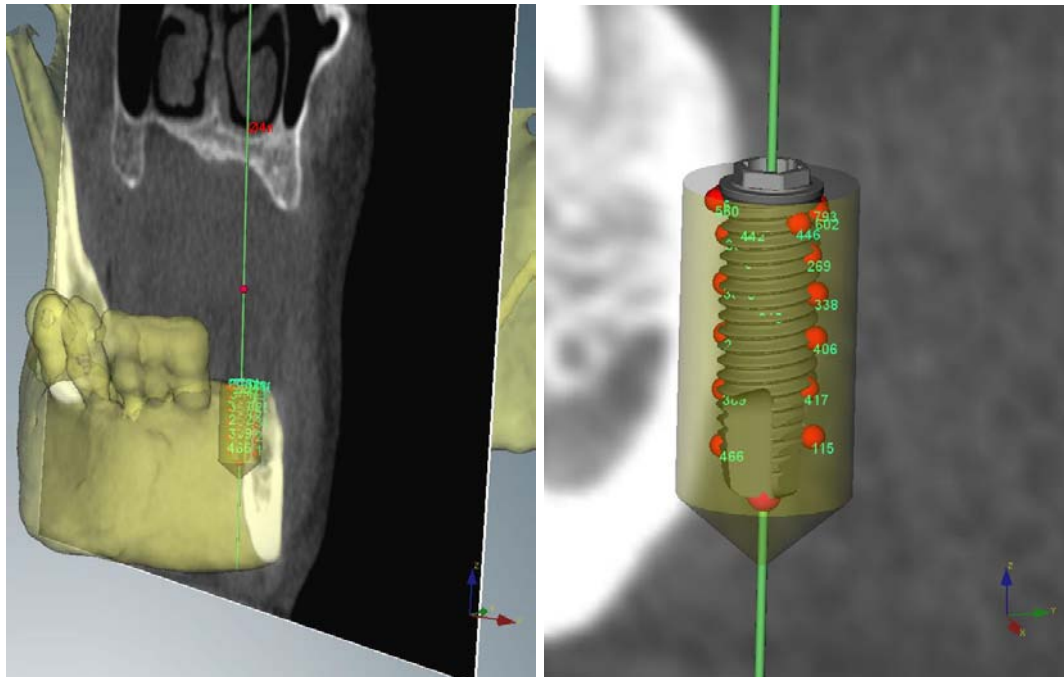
Planificación de la posición de un implante dental en la posición 33 mediante el programa NobelGuide™ a partir de las imágenes de TC de haz cónico en un paciente desdentado mandibular parcial. A. Vista general en 3D. B. Vista del implante en 3D. Medición de la DOR paraxial cortical y medular en las superficies de contacto hueso-implante mesial y distal, mediante el uso de la herramienta de medición de la densidad ósea radiológica en unidades NTC por medio de esferas de 2 mm de diámetro.
